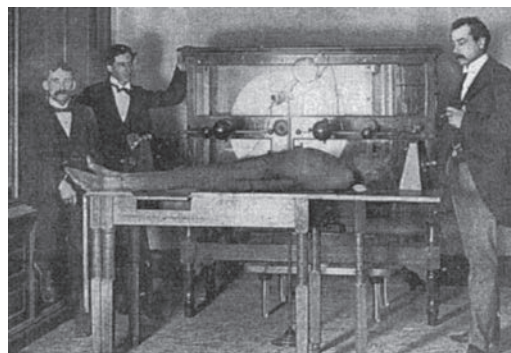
Photographie de l'appareil de radiographie en place à l'ASO en 1898, à gauche : David Littlejohn.
